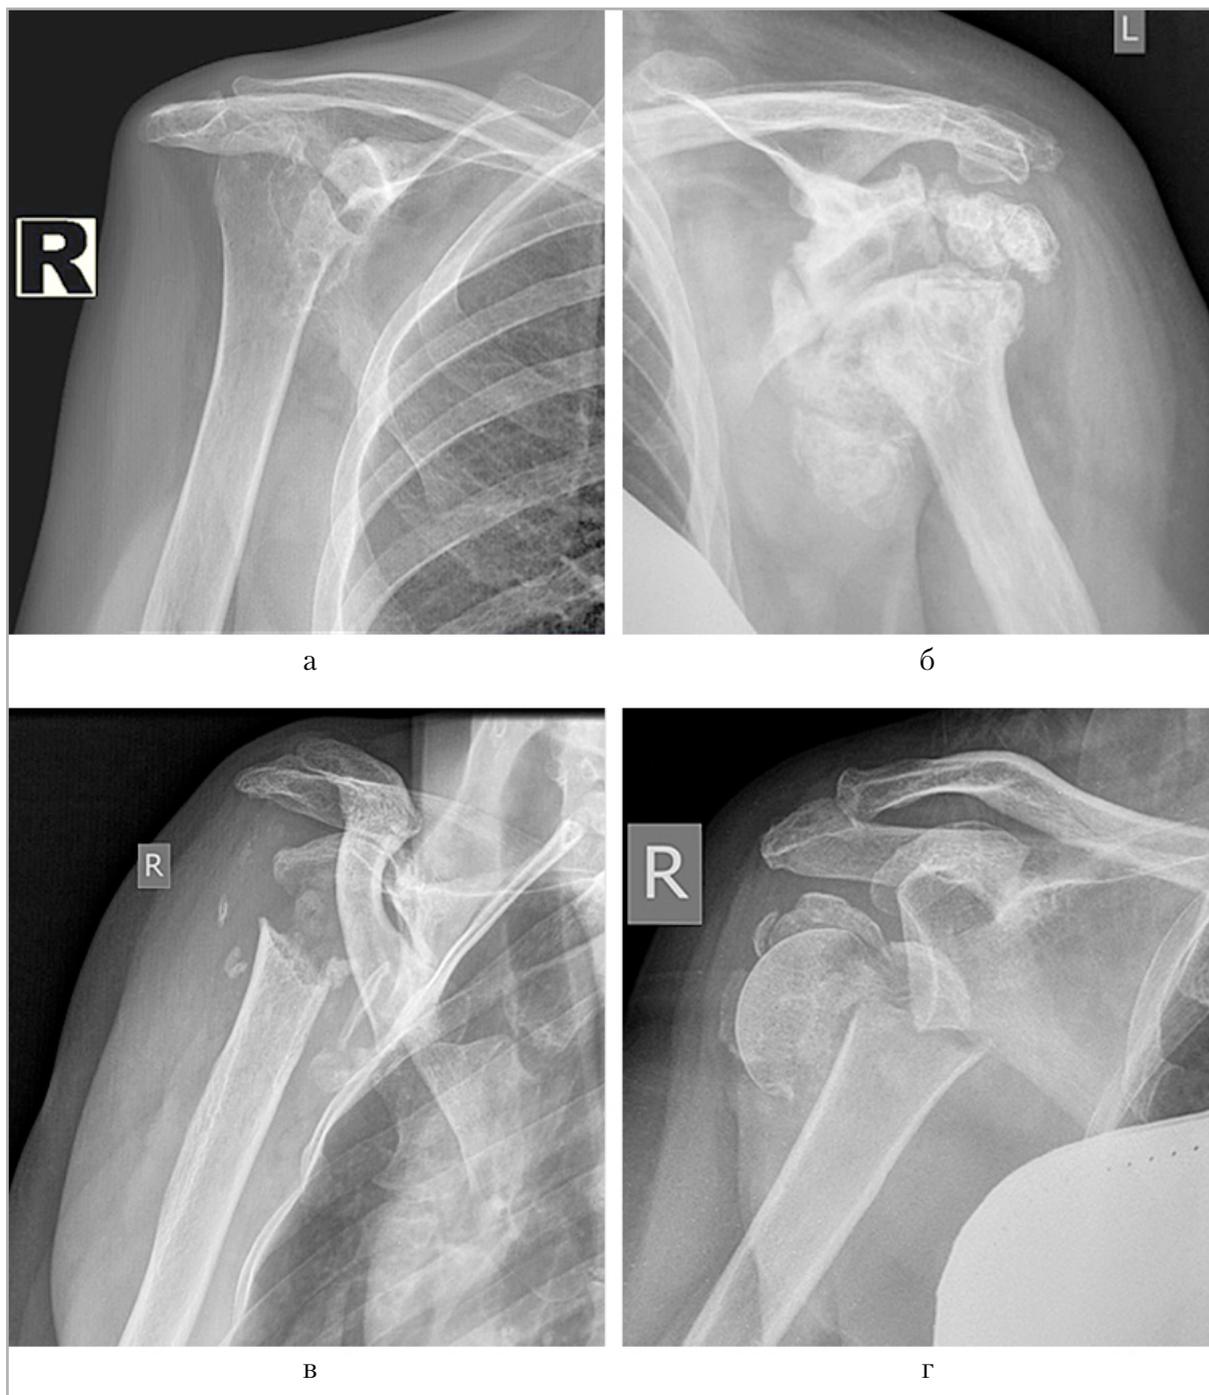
Рентгенограммы плечевых суставов в прямой проекции (разные пациенты):
